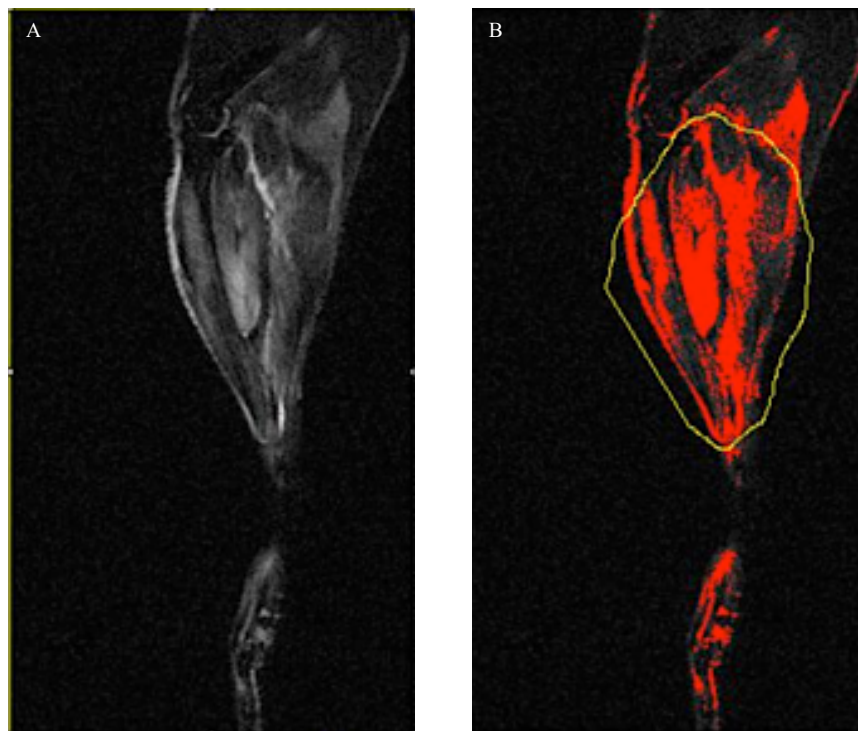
Bearbeitung in Image J (A) des MRT-Bild, (B) Vermessung mittels ROI, vermessen wird nur die rote Fläche, die sich im grob umrandeten Muskel befindet
